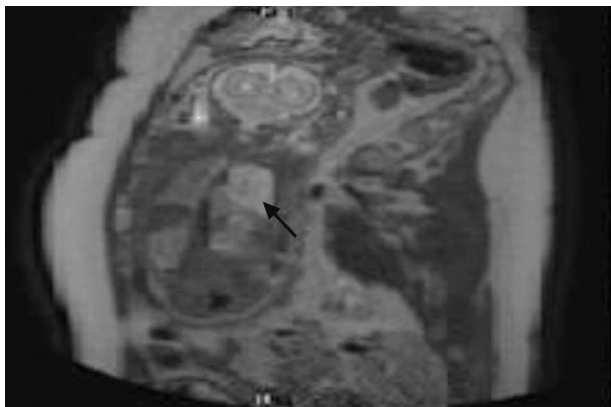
Imagen de resonancia magnética prenatal.
